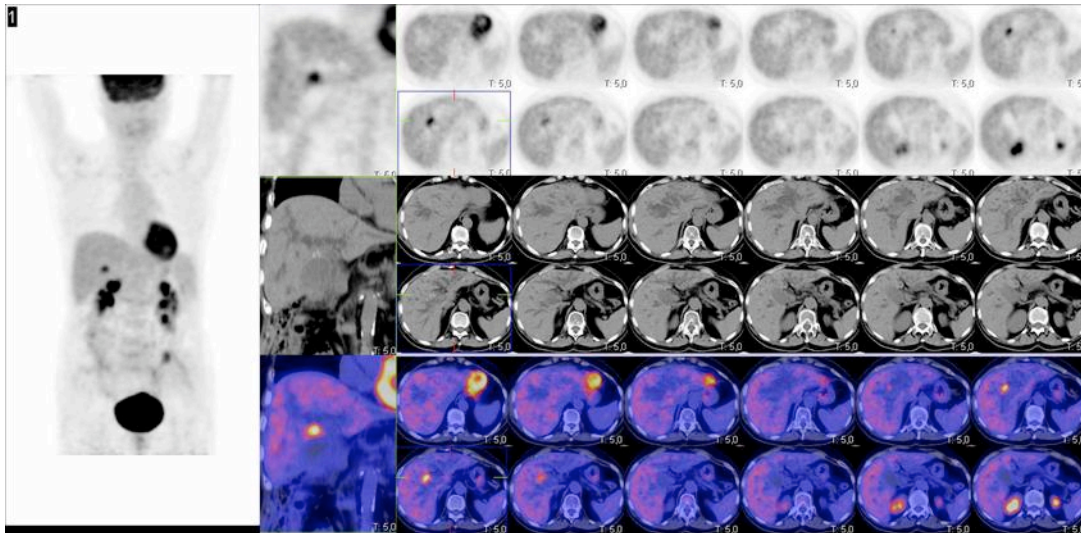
Estudio de PET/TAC-FDG de paciente con sospecha de lesión maligna vesicular. Imagen de volumen y cortes seleccionados coronales y axiales de PET, TAC y fusión de una lesión infundibular de vesícula (SUVmax 6,20), y calcificaciones en su interior que comprime extrínsecamente vías biliares extrahepáticas, con importante dilatación de vías biliares intrahepáticas y cavidad vesicular. La cirugía confirmó la naturaleza maligna del hallazgo.
